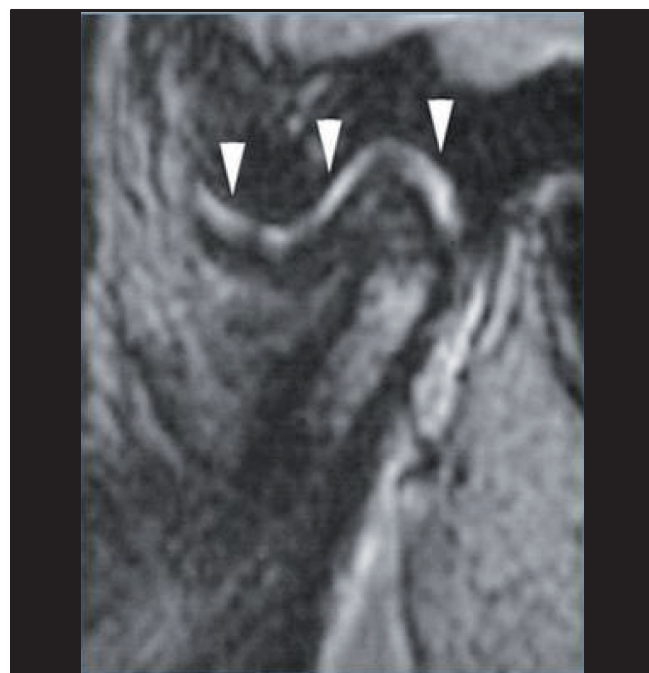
Imagem em ressonância magnética (RM) ponderada em T2 para observação do derrame articular.
